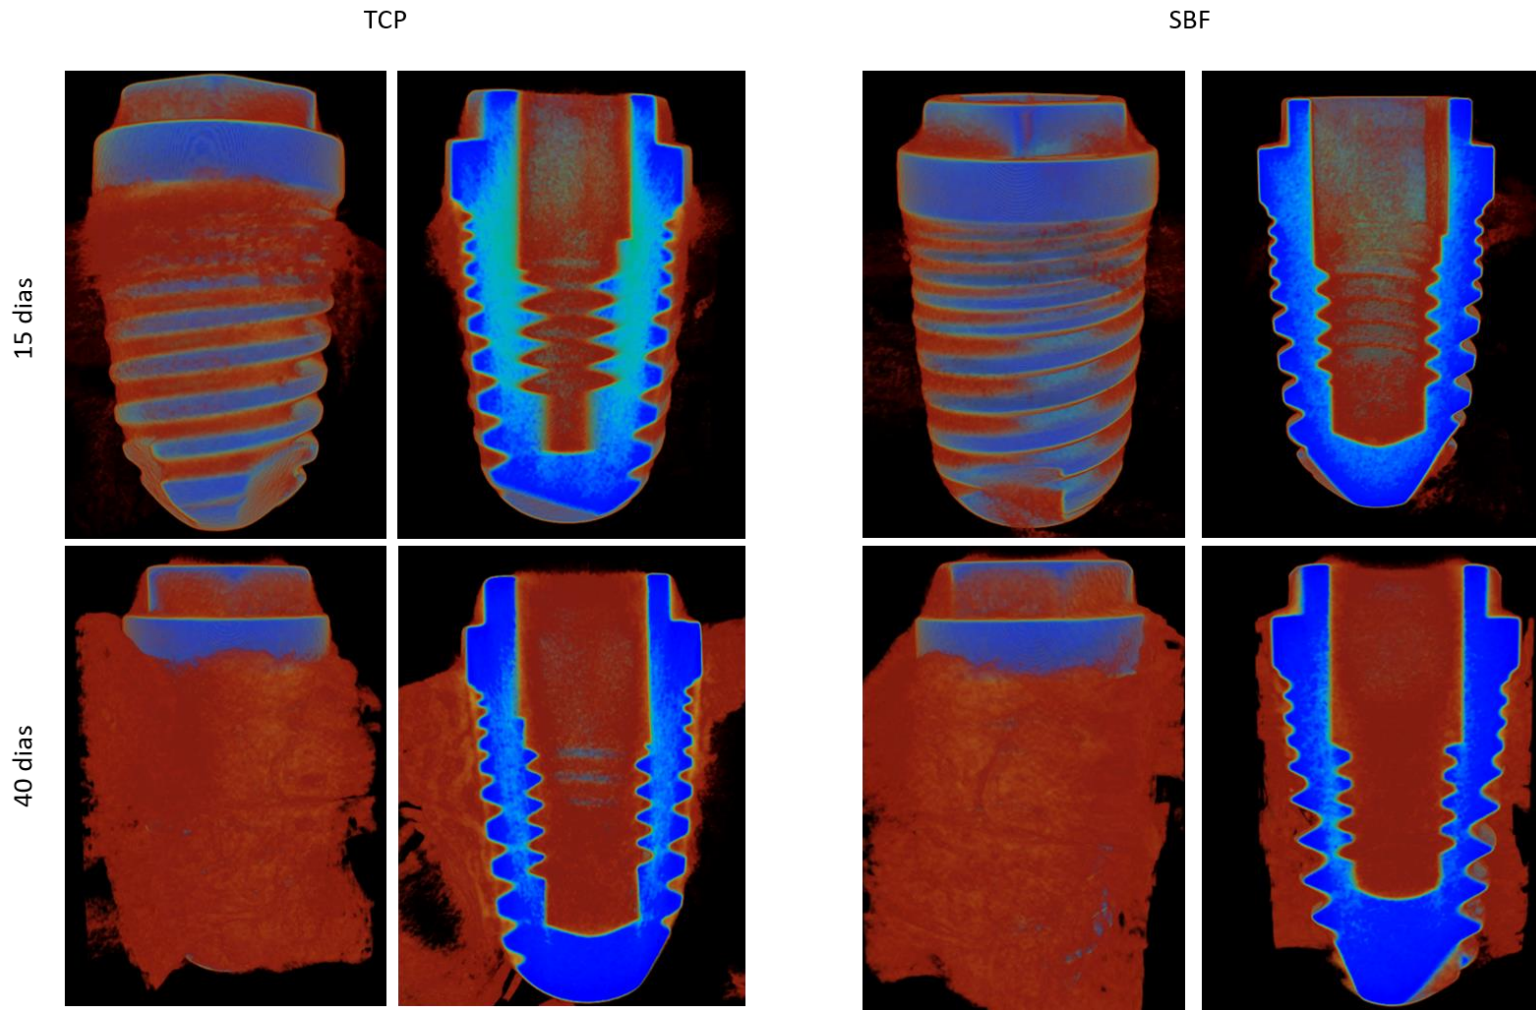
Microtomografias com reconstrução em 3D, onde foi possível observar a formação óssea ao redor dos implantes, no período de 15 e 40 dias, nos grupos de implantes TCP e SBF.
